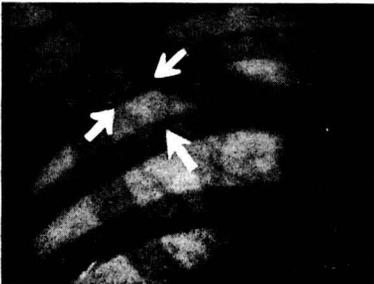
J. M. Niño de 7 años, Radiografía, Caverna infraclavicular derecha.
